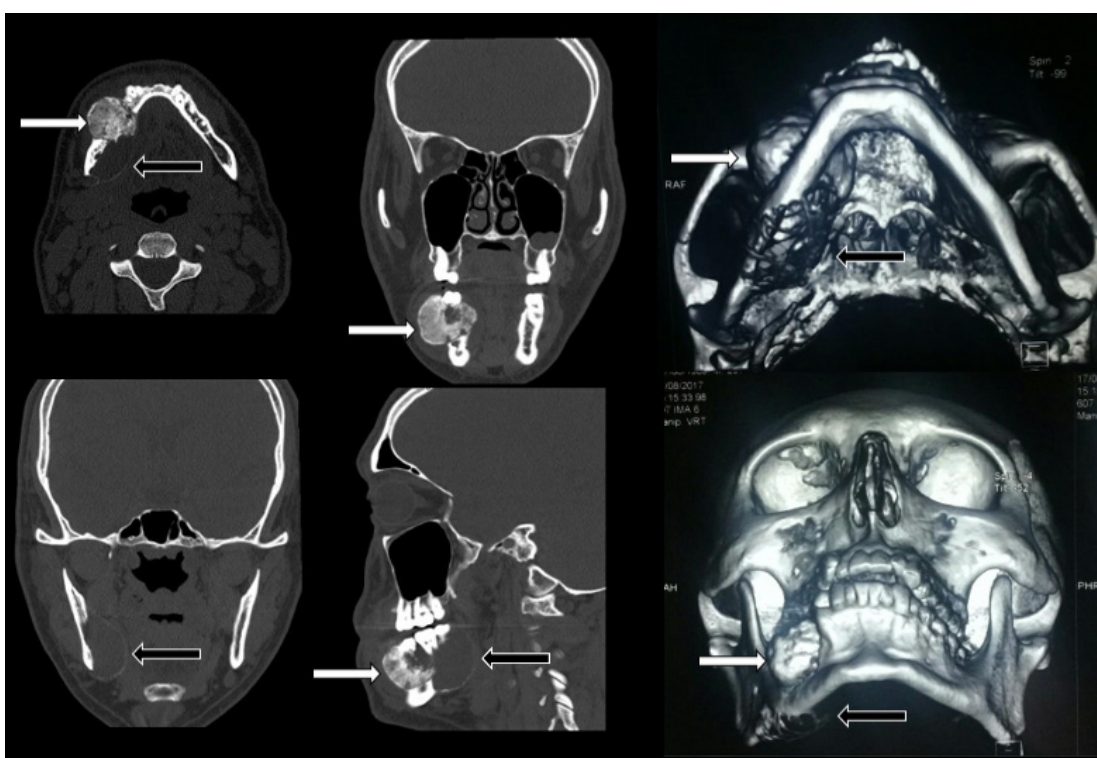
Tomografía preoperatoria de las lesiones en donde se puede apreciar el fibroma osificante (flecha blanca) y el ameloblastoma (flecha negra)
